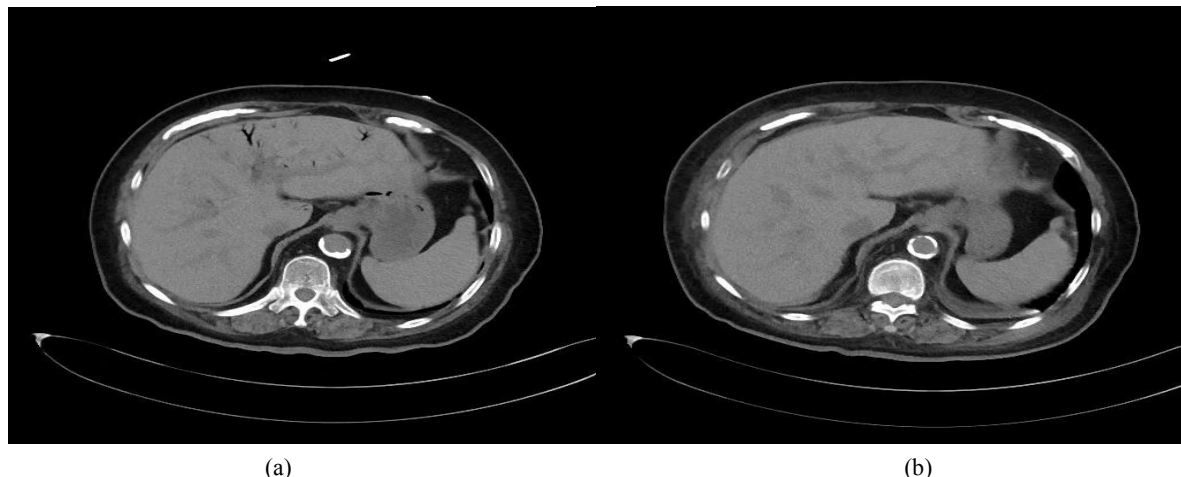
Plain abdominal CT scan images of the patient
